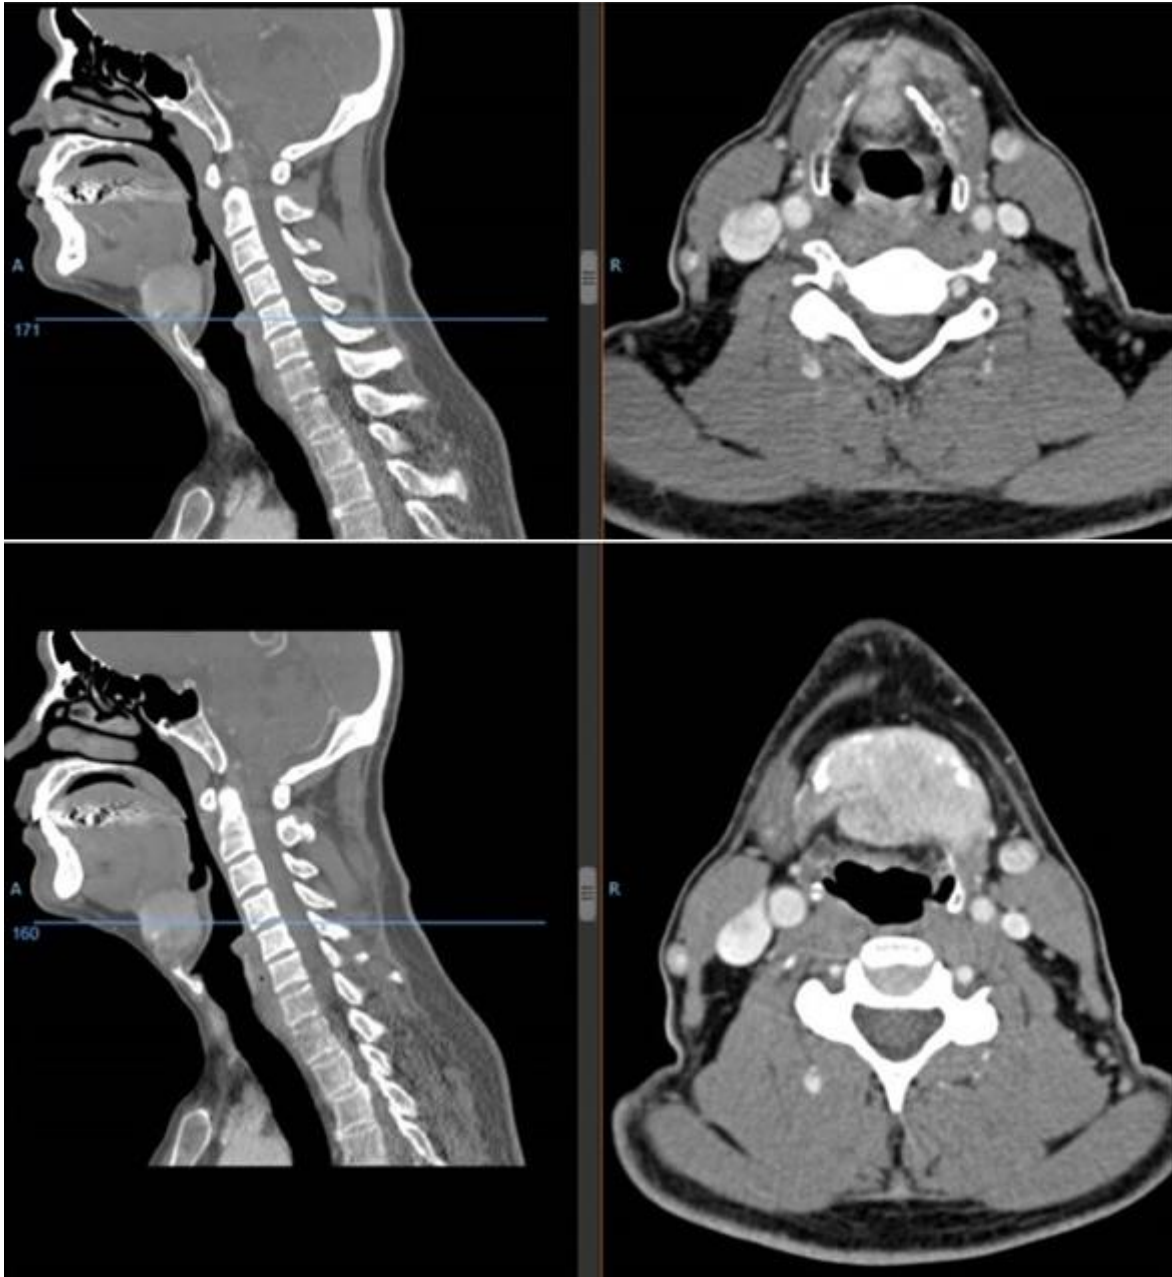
Tomografía computarizada. Arriba Gran masa sólida a nivel del hueso hioides. Abajo Extensión al cartílago tiroides.
